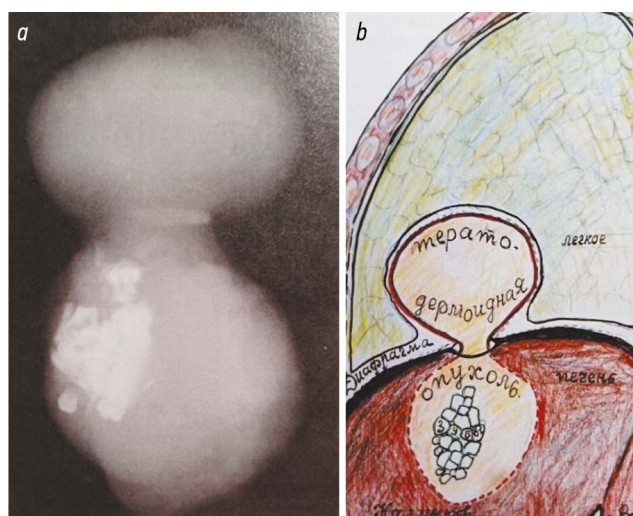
Тератодермоидная опухоль: *a* — рентгенограмма опухоли (в нижней половине видны зубы); *b* — рисунок расположения опухоли (автор Калмыков, г. Воронеж).
